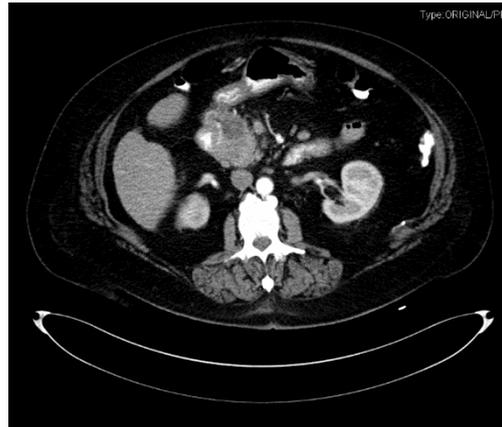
TAC abdominal con engrosamiento de pared duodenal (flecha).
